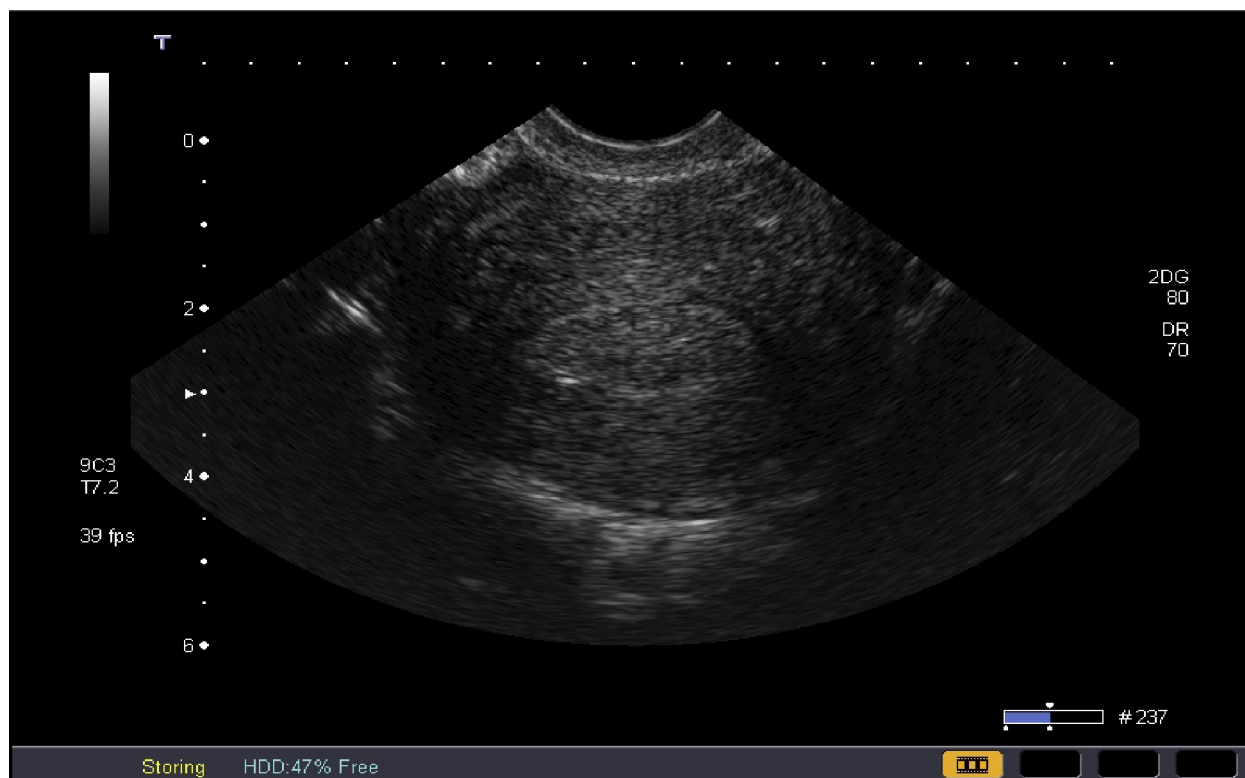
УЗ-томограмма матки, выполненная в поперечной плоскости. Определяется полип эндометрия
